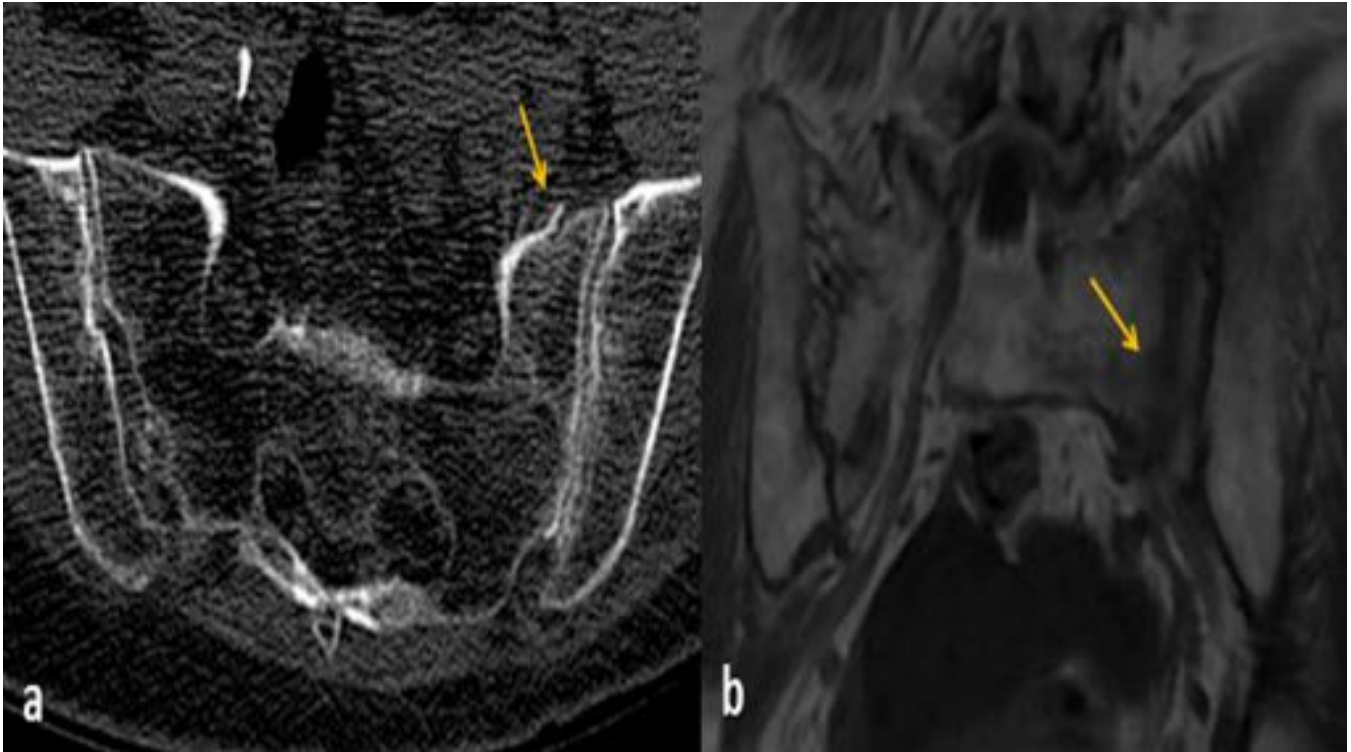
(a) Imagen axial de TC en ventana ósea que muestra pequeña disrupción de la cortical anterior sacra tras contusión en el glúteo izquierdo (flecha) en una paciente de 76 años, hallazgo omitido en el informe inicial. (b) Las imágenes de RM coronales en T1 confirman el trazo de fractura longitudinal hipointenso.
